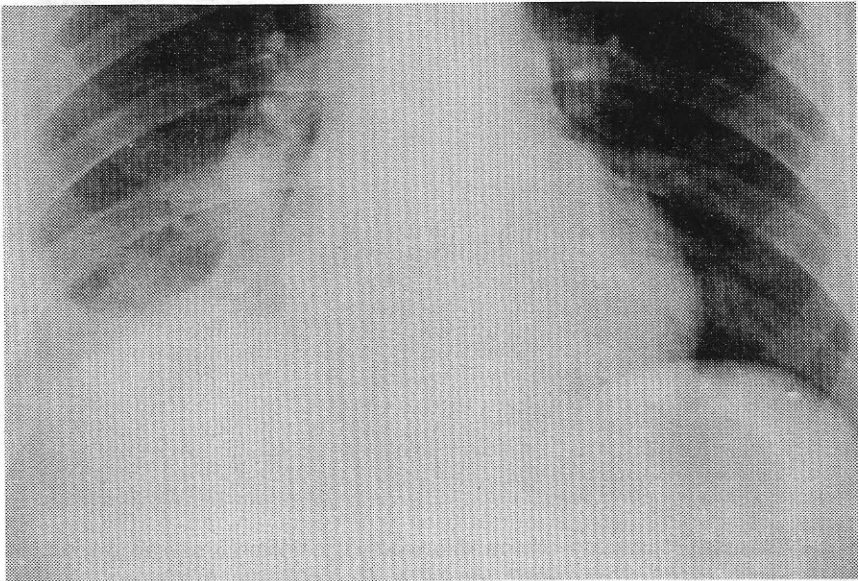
Radiografia de tórax mostrando redução da transparência ao nível do segmento basal posterior do lobo pulmonar inferior direito.
